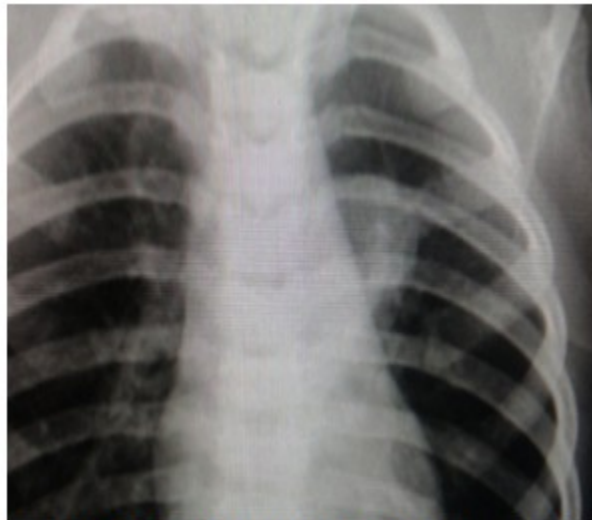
Radiografía de tórax posterior al tratamiento
